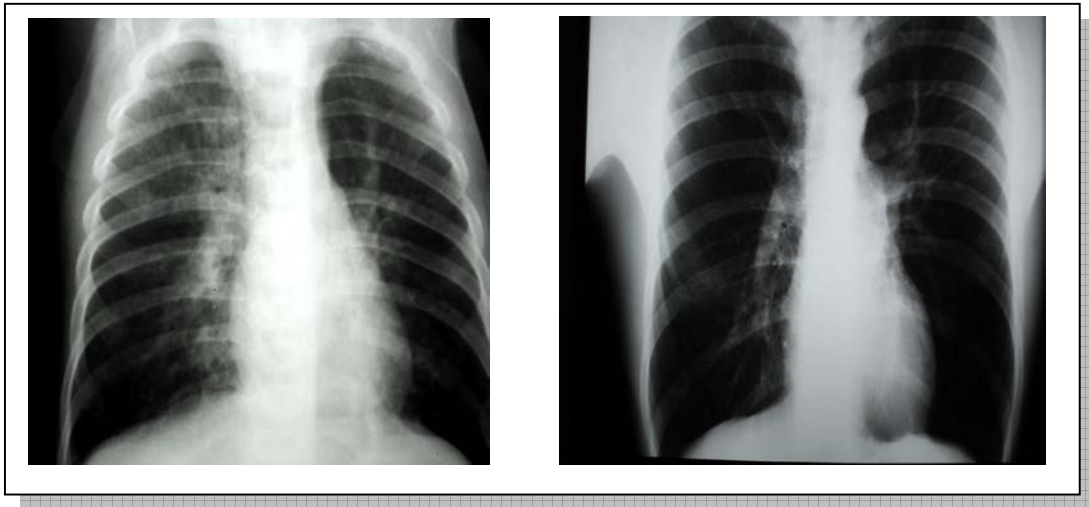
Radiografia do estudo anterior do paciente de número 15 com aumento do espaço intercostal
